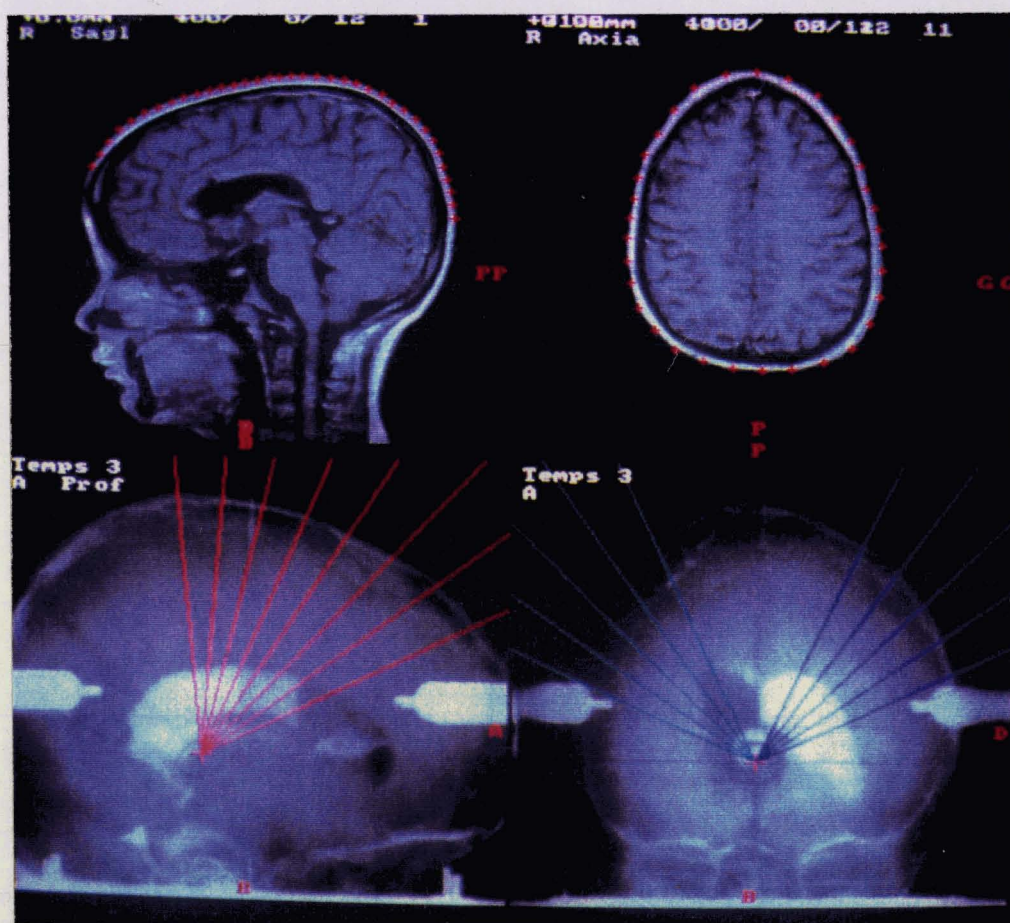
Extraction automatique des contours du crâne sur les images RMN sagittales et axiales
